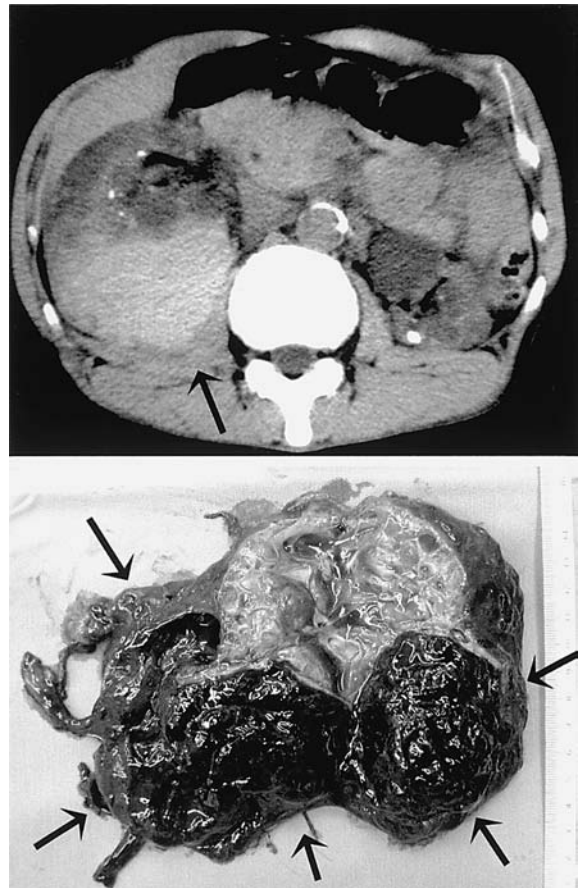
後天性腎嚢胞の破裂による後腹膜腔出血のCTと摘出マクロ40歳男性。慢性糸球体腎炎で11年間透析を受けていたが、嚢胞を伴った右腎の後方に、高吸収値をしめす新鮮な出血がみられる(上図矢印)。
